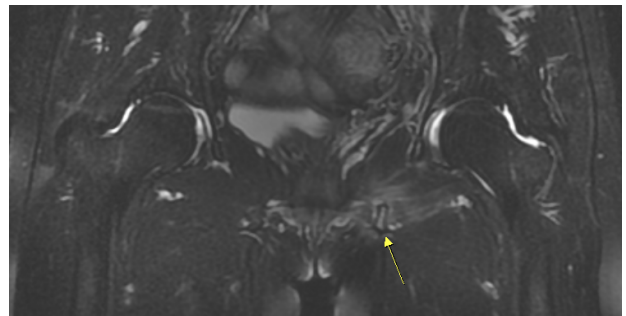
Fracture of left inferior pubic ramus: coronal T2-weighted fat suppression magnetic resonance imaging of hip. Left inferior pubic ramus with high signal intensity (April 29, 2022).
